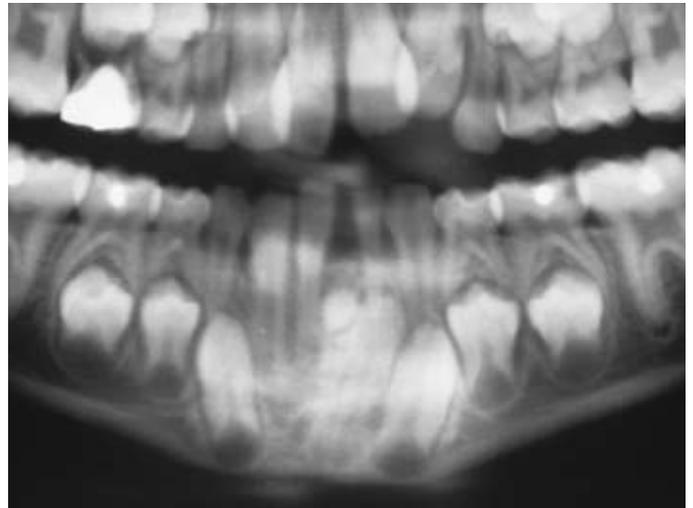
Ortopantomografía donde se observa un supernumerario retenido en la línea media.
